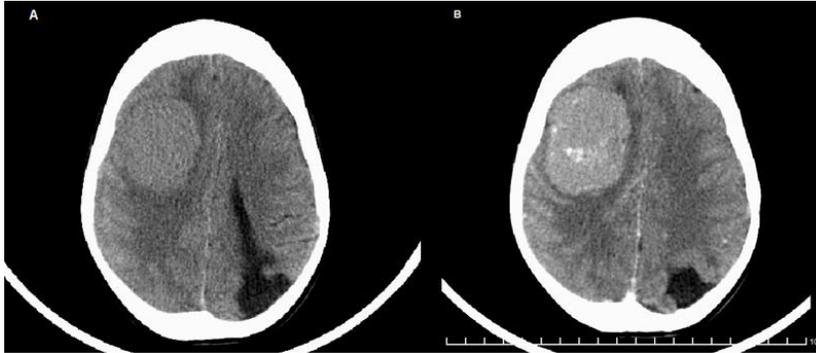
Imágenes preoperatorias correspondientes con TAC simple(A) y contrastada (B) donde se observa lesión ocupativa con base dural amplia y rodeada de extenso edema vasogénico y realce homogéneo tras administración de contraste.
